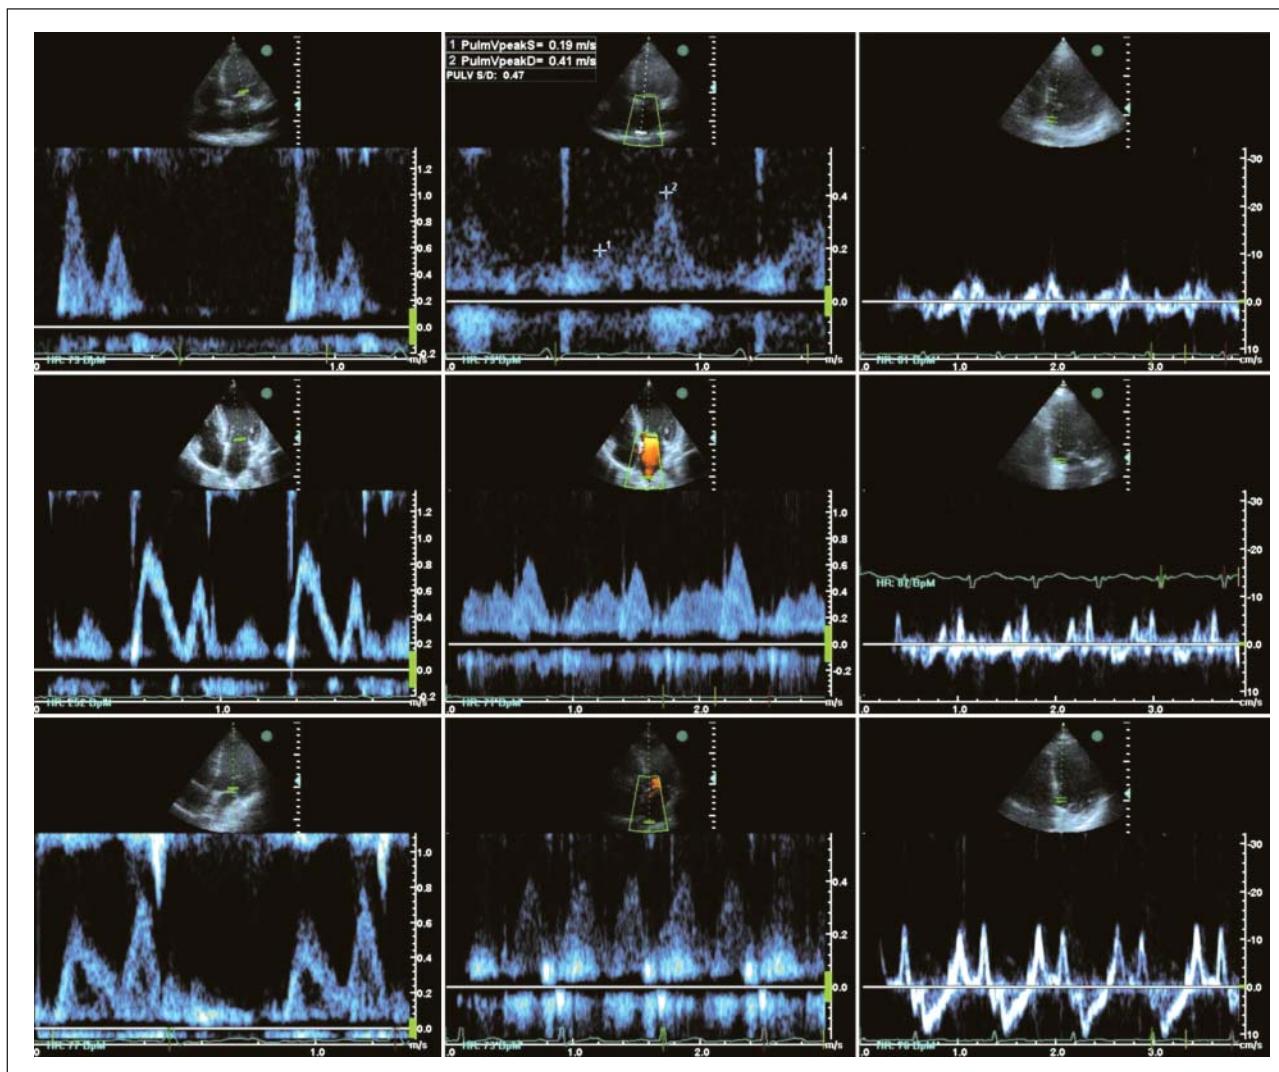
Linke Spalte oben, Mitte, unten: apikaler Vierkammerblick, PW-Dopplersignal des diastolischen Einstromes im Bereich der Segelspitzen der Mitralklappe. Mittlere Spalte oben, Mitte, unten: apikaler Vierkammerblick, PW-Dopplersignal im Bereich der Einmündung der rechten oberen Lungenvene. Rechte Spalte oben, Mitte, unten: apikaler Vierkammerblick, Gewebedopplersignal in Höhe der Herzbasis, septumnaher Mitralling.
